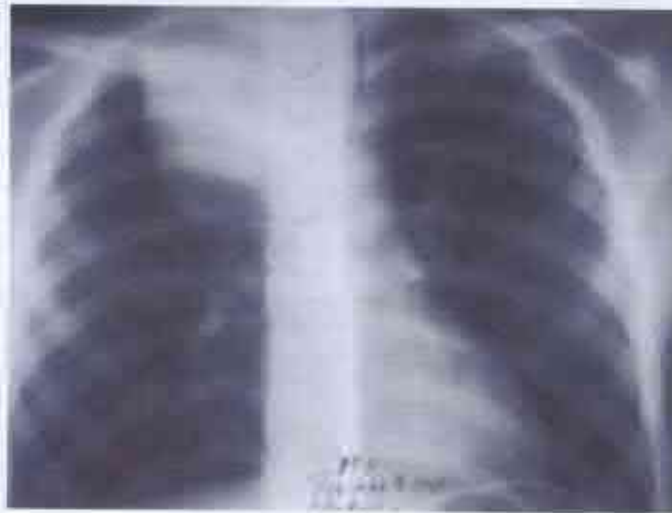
Tomografie computerizată preoperatorie a pacientei M. Formațiune chistică, cu localizare cervicomedastinală.
